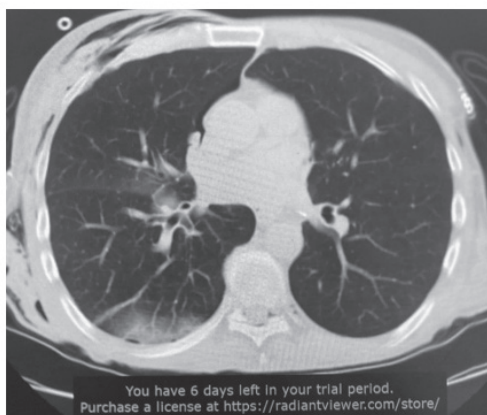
Комп'ютерна томографія легеневої тканини після оперативного втручання
